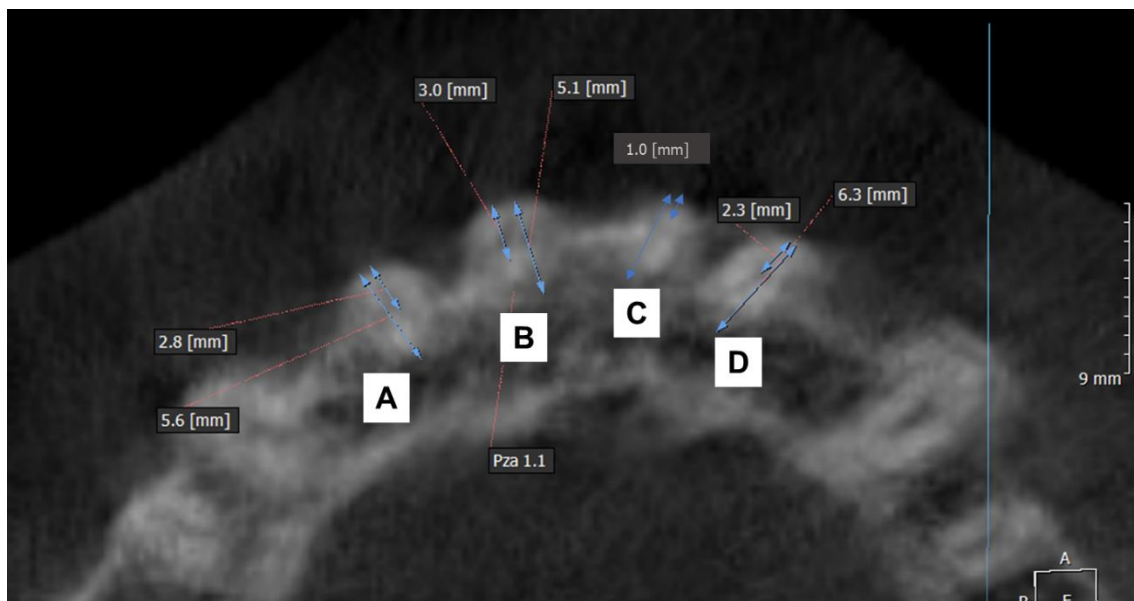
Tomografía Cone Beam – vista axial: Cantidad de porción radicular ubicada por fuera del hueso A. Pieza 1.2: 2.8mm B. Pieza 1.1: 3.0mm C. Pieza 2.1: 1.0mm D. Pieza 2.2: 2.3mm
